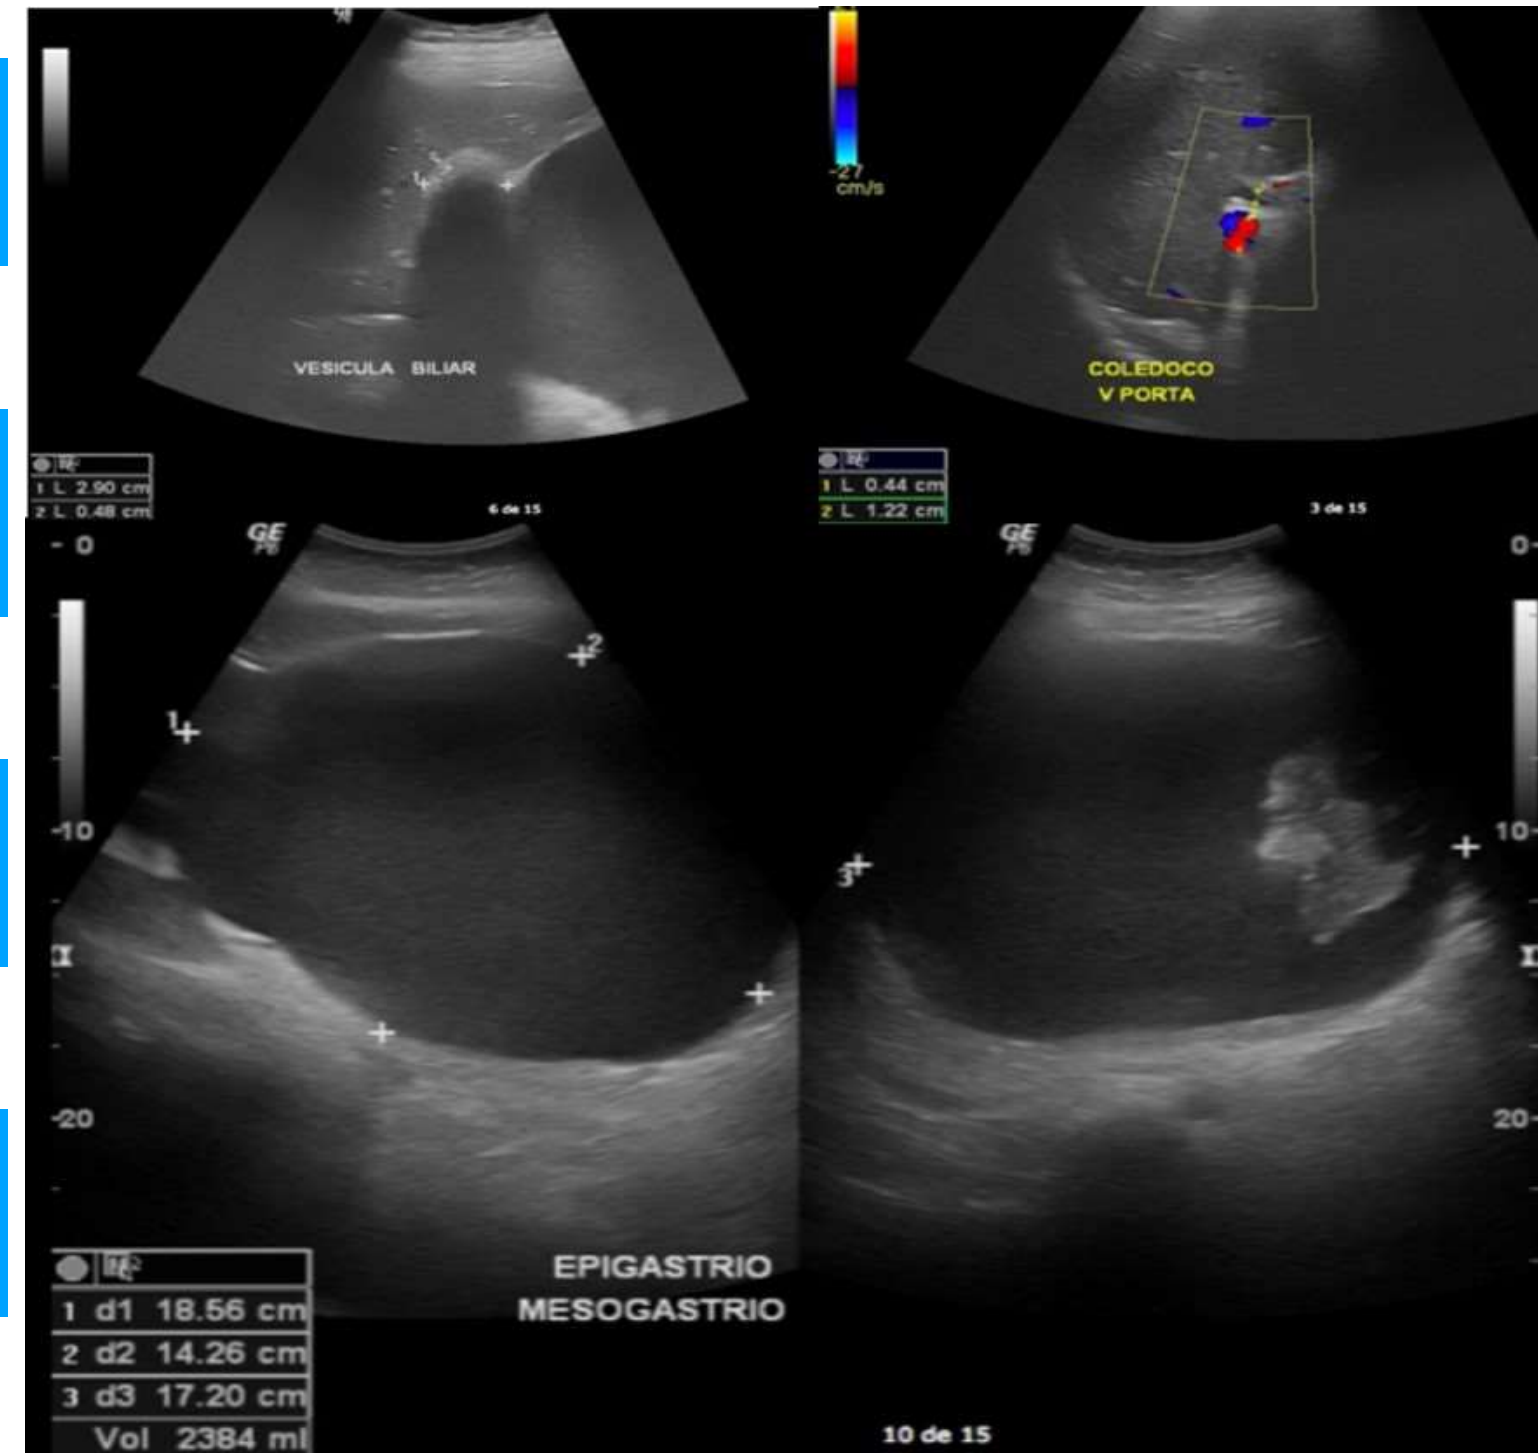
Ultrasonido abdominal
